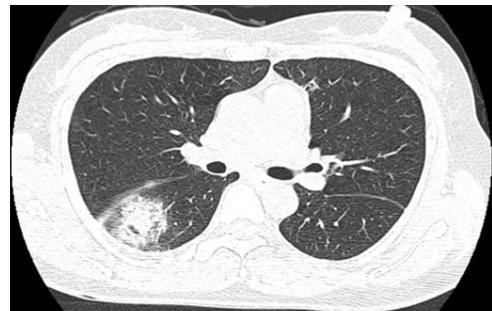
Follow up chest CT shows about 3cm sized consolidation in the right lower superior segment.
